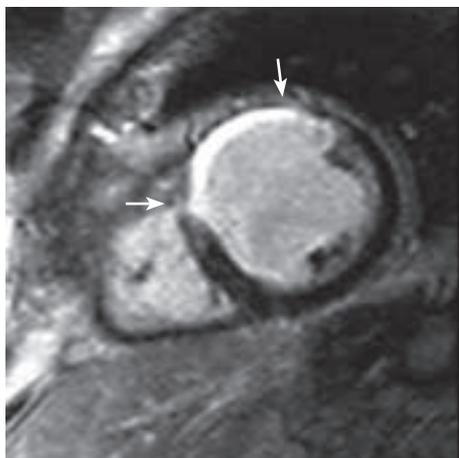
a: Herz-MRT: Kontrastmittelaufnahme im Herzinfarkt (late enhancement) – kurze Herzachse.
